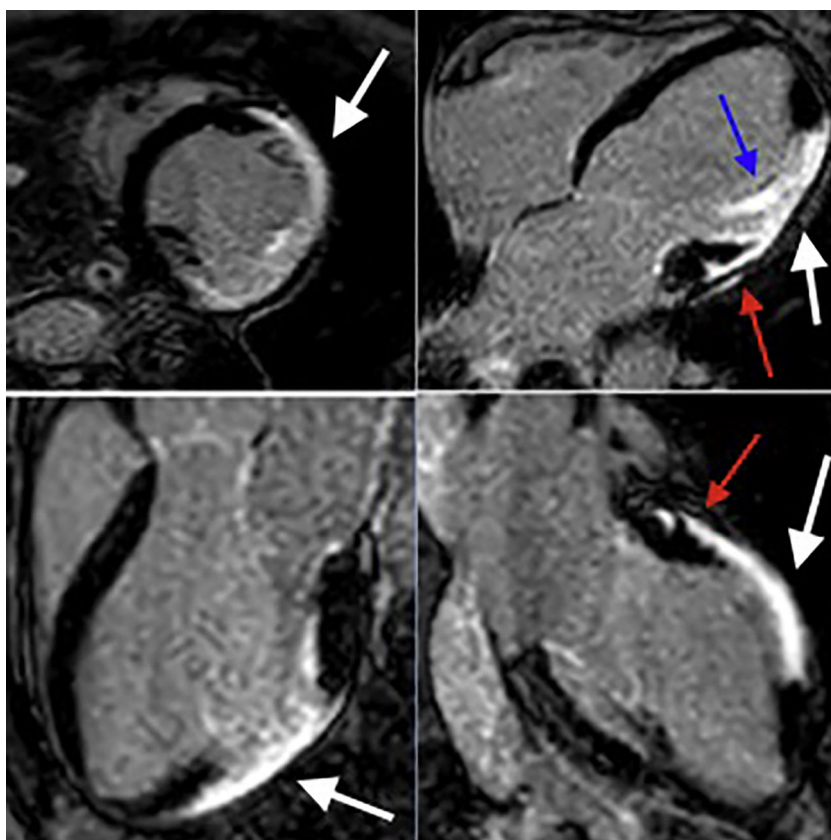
Resonancia magnética cardiaca – secuencias de realce tardío: Depósito focal de gadolinio transmural comprometiéndolo los segmentos medios de la pared anterior, anterolateral e inferolateral (flechas blancas). Depósito focal de gadolinio subepicárdico a nivel de los segmentos basales de la pared anterior y anterolateral (flechas rojas). Depósito focal de gadolinio comprometiéndolo el músculo papilar anterolateral (flecha azul). FCI - IC.
